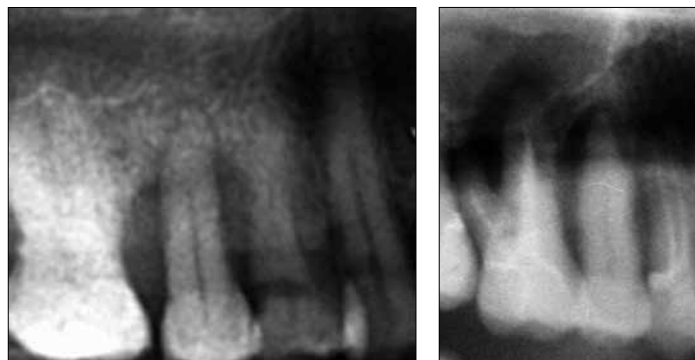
Рентгенограммы зубов 1.5, 1.6. Эндодонто-пародонтальные поражения
